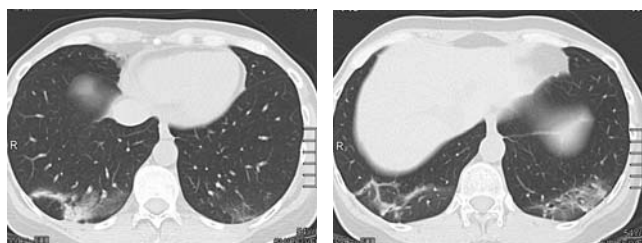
Рентгеновская компьютерная томография 29.07.10. Аксиальная проекция. Через 2 недели стероидной терапии выраженная положительная динамика в виде значительного уменьшения выраженности, размеров и интенсивности выявляемых ранее изменений.
